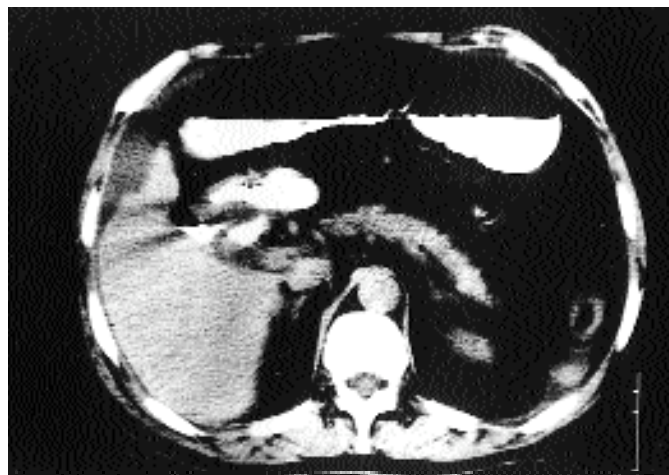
La TC addome eseguita sfruttando il mdc usato per la duodenografia conferma la presenza del contrasto nella sede della colecisti. Sono altresì evidenti i livelli idro-aerei ileali.
